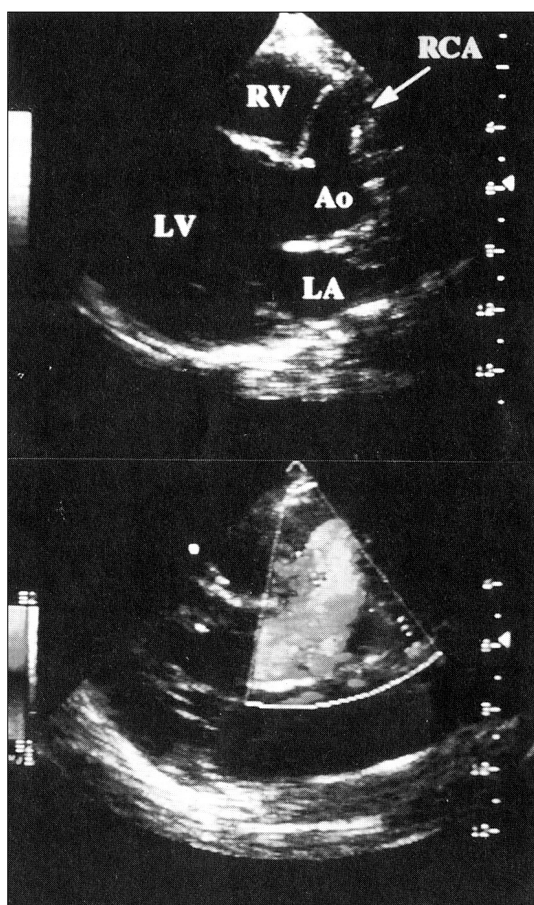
A : Transthoracic parasternal long-axis view shows markedly dilated right coronary artery.
